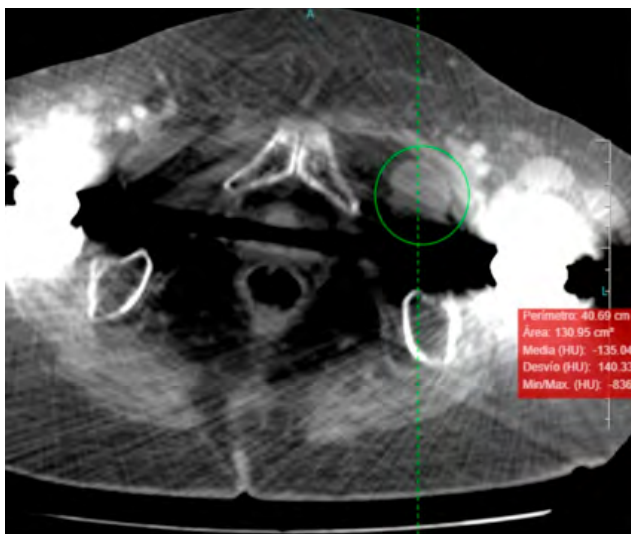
TAC. A. Corte axial: hernia obturatriz (delimitada círculo verde).
